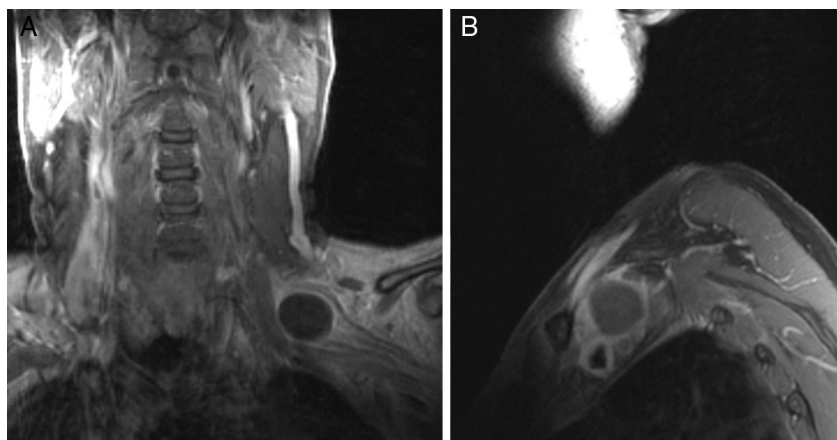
A-B) Imágenes de RM en secuencia T1 con gadolinio, corte coronal y sagital, respectivamente. Se observa a nivel de la fosa supraclavicular una tumoración redondeada, quística, con un contenido homogéneo hipointenso y un realce de contraste periférico.
